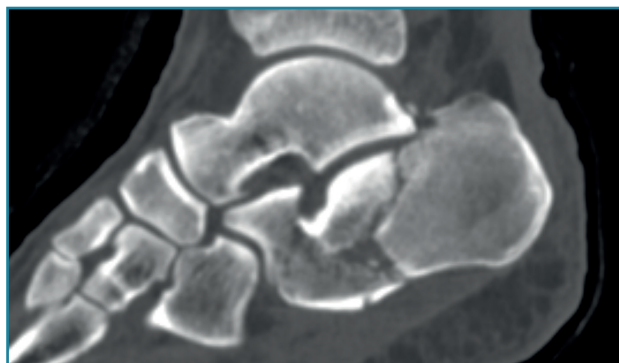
Vista sagital de la tomografía preoperatoria del tobillo izquierdo.
